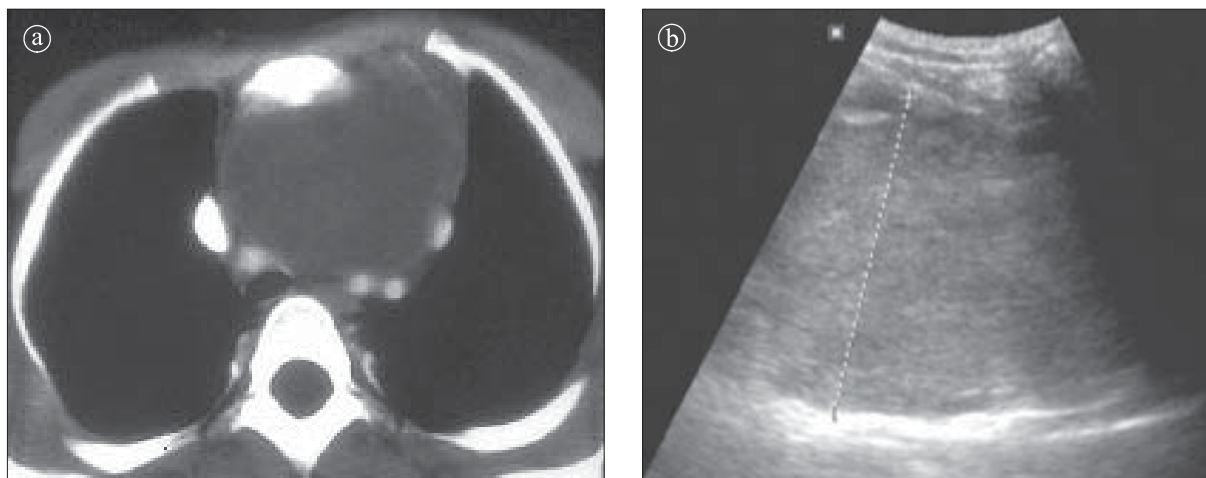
Timolipom. a) Secțiune CT torace postcontrast. Masă hipodensă neiodofilă, voluminoasă, care deplasează structurile adiacente fără a le invada, situată în mediastinul anterior. b) Ecografie. Formațiune parenchimotoasă cu structură omogenă.
